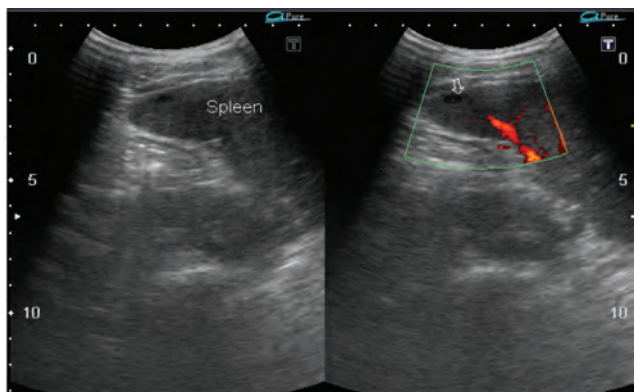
То же наблюдение. УЗИ с применением режима энергетического доплера. Зона гематомы определяется как аваскулярный участок (стрелка)
